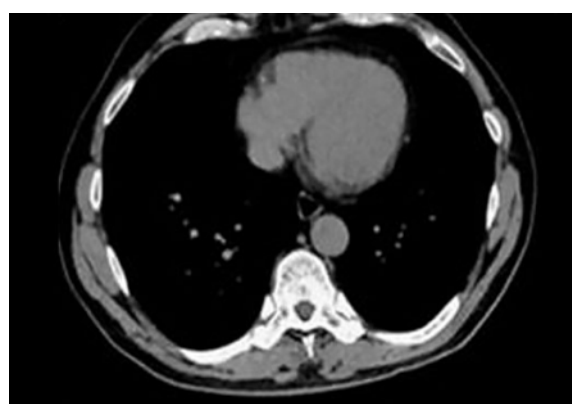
Imagen mediastinal evolutiva obtenida por TAC que evidencia la desaparición de la masa mediastinal como consecuencia del tratamiento.
